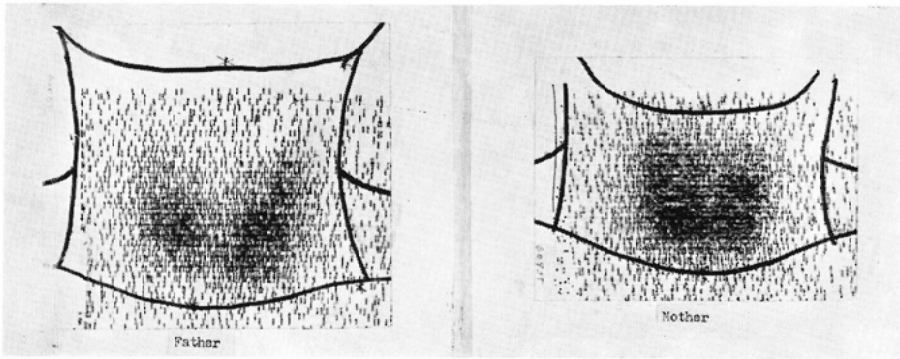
Normal thyroïdal scintigrams of their parents.
